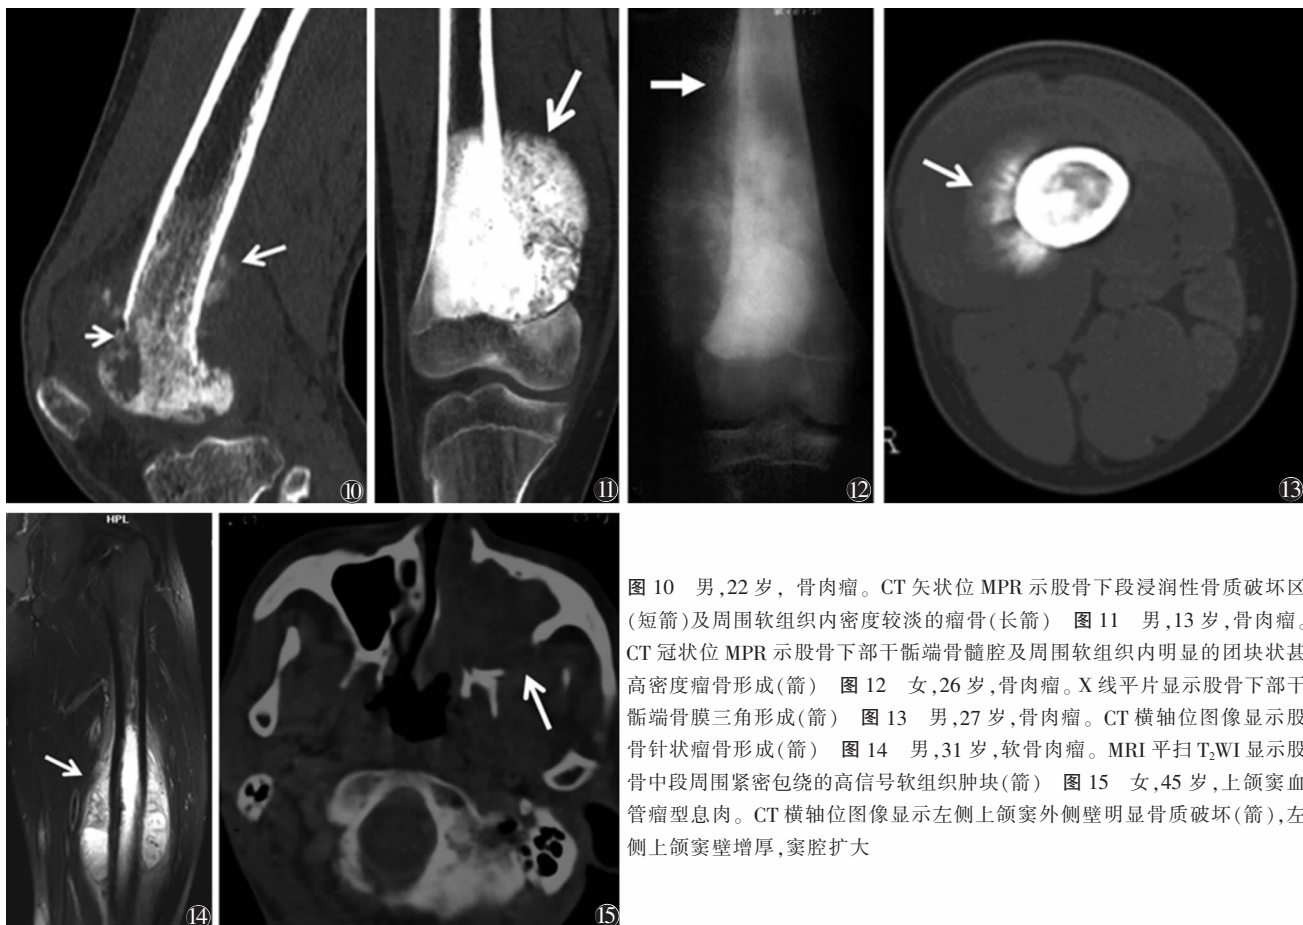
男,22 岁,骨肉瘤。CT 矢状位 MPR 示股骨下段浸润性骨质破坏区(短箭)及周围软组织内密度较淡的瘤骨(长箭) 图 11 男,13 岁,骨肉瘤。CT 冠状位 MPR 示股骨下部干骺端骨髓腔及周围软组织内明显的团块状甚高密度瘤骨形成(箭) 图 12 女,26 岁,骨肉瘤。X 线平片显示股骨下部干骺端骨膜三角形成(箭) 图 13 男,27 岁,骨肉瘤。CT 横轴位图像显示股骨针状瘤骨形成(箭) 图 14 男,31 岁,软骨肉瘤。MRI 平扫 T₂WI 显示股骨中段周围紧密包绕的高信号软组织肿块(箭) 图 15 女,45 岁,上颌窦血管瘤型息肉。CT 横轴位图像显示左侧上颌窦外侧壁明显骨质破坏(箭),左侧上颌窦壁增厚,窦腔扩大
